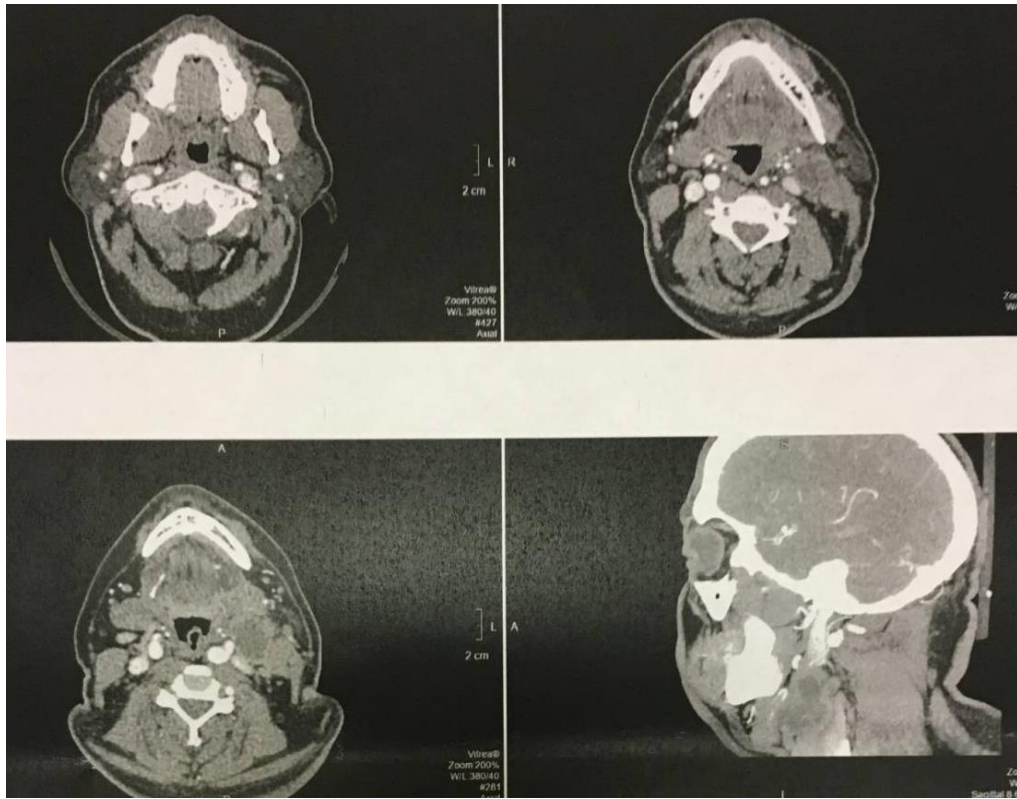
Данные контрольного МСКТ после завершения 3 курсов НПХТ
